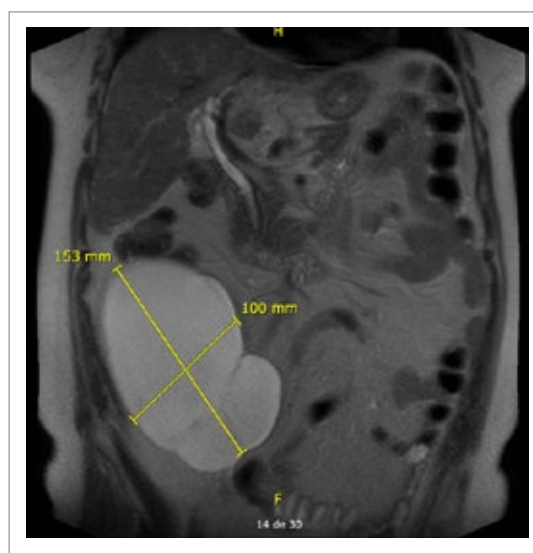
Contrast T2 MRI weighted sequence on coronal plane showing a tri-lobulated non-contrast-enhancing cystic formation.
